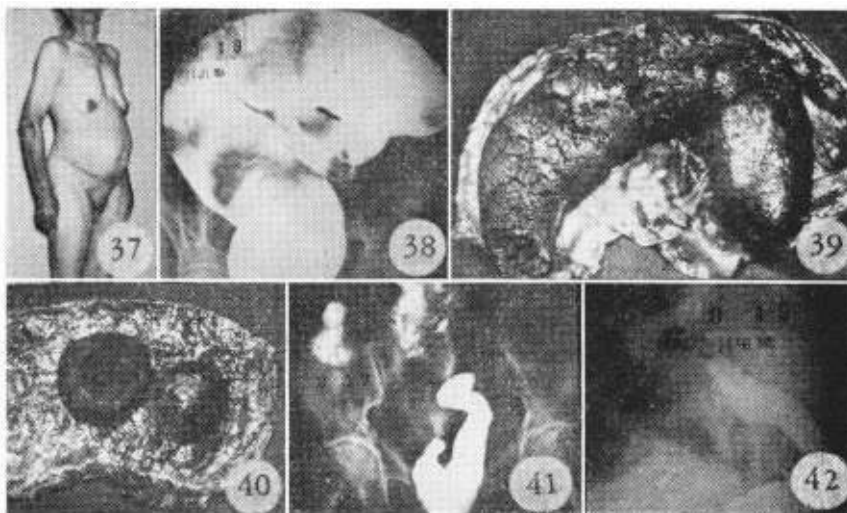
Portadora de un fecaloma desde hace dos años atrás. Excelente estado general. Fig. 38: CXE. Dolichomegasy. Fig. 39: Pieza operatoria. Extremo del fecaloma, liso, de dureza pétreo. Fig. 40: Pieza abierta. Fecaloma seccionado; interior seco, estratificado. Fig. 41: Operación de Duhamel-Grob. Radiografía tomada durante la eliminación del bario del enema preoperatorio. Fig. 42: Duhamel-Grob. Enema baritado.
